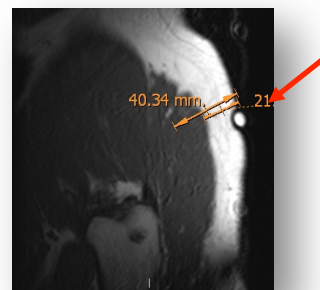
archivo RM H. Liencres
